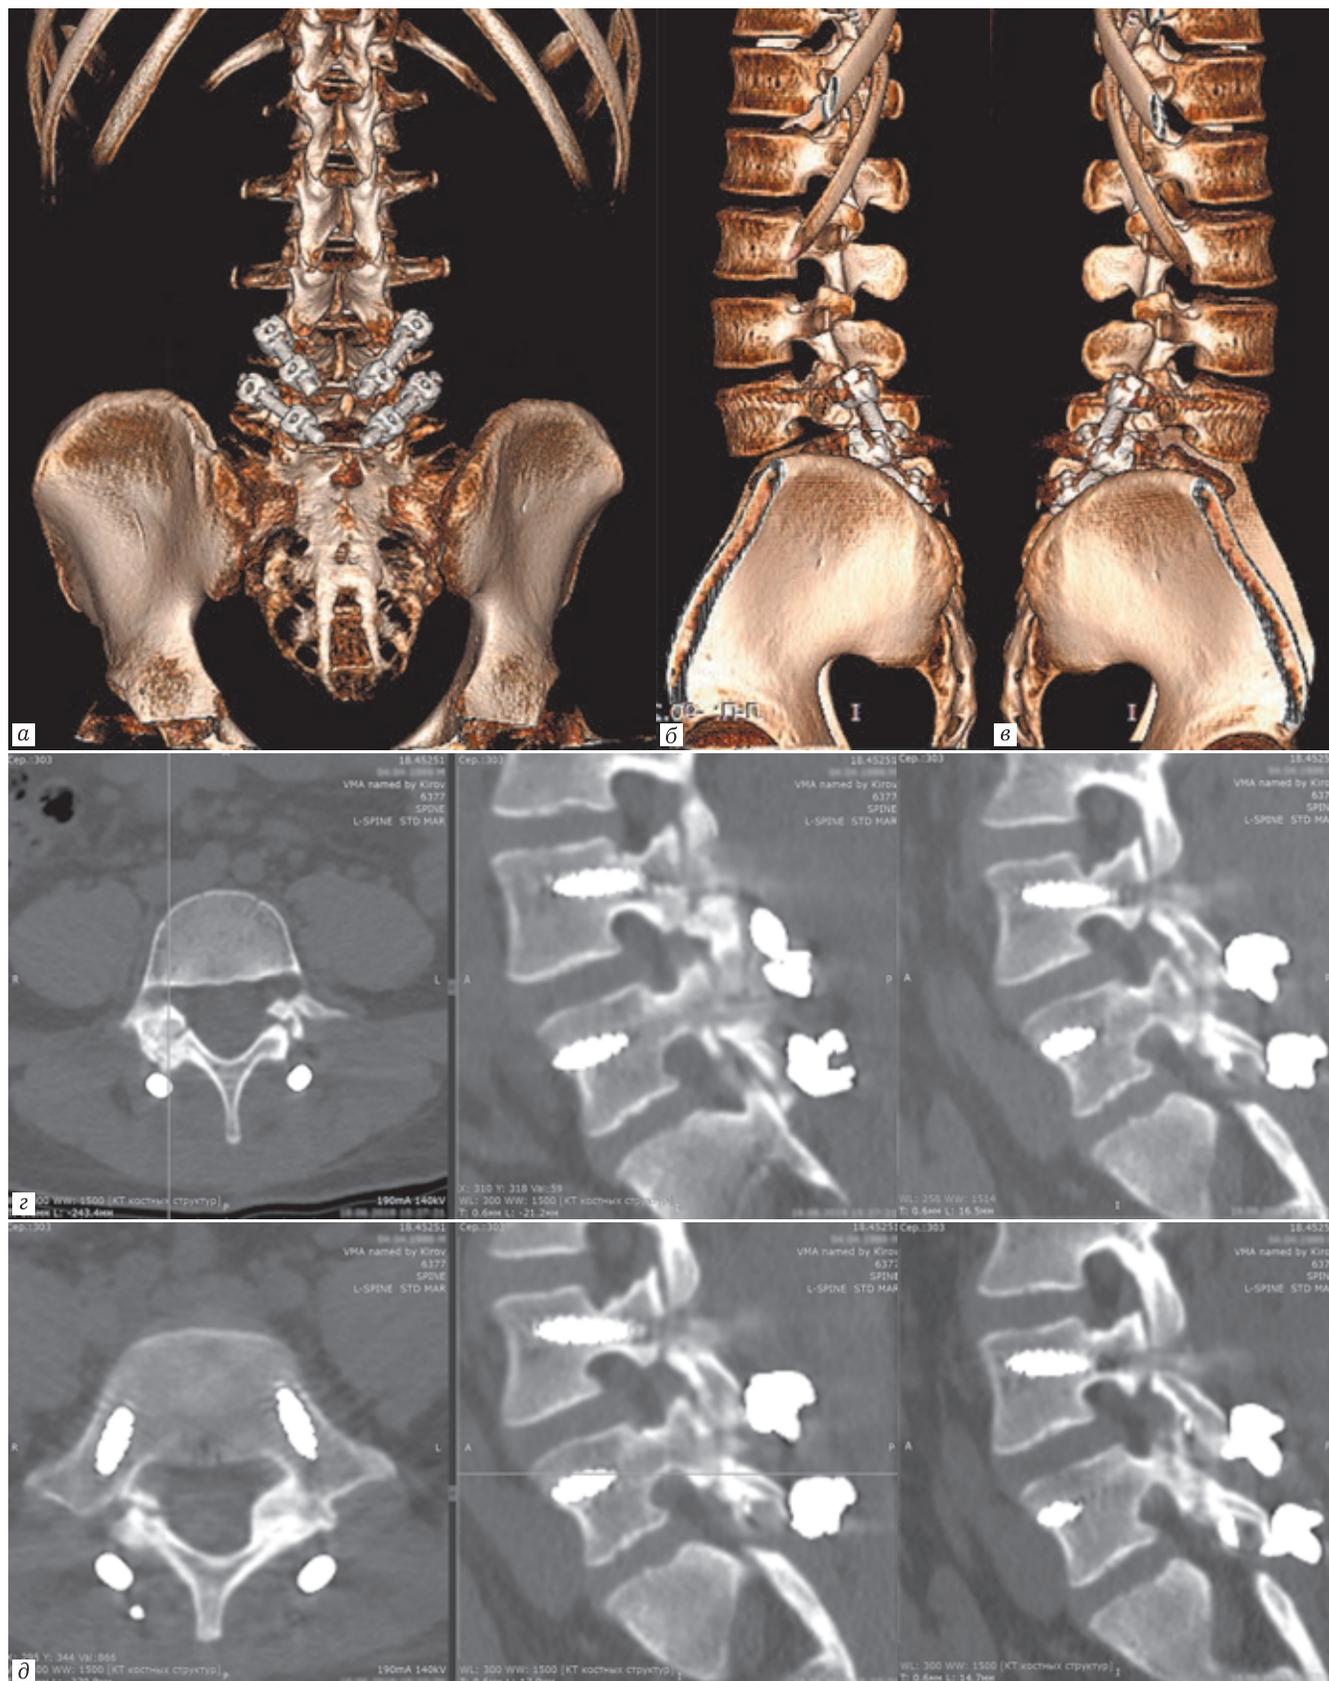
Рентгенограммы пациента Л. после операции
